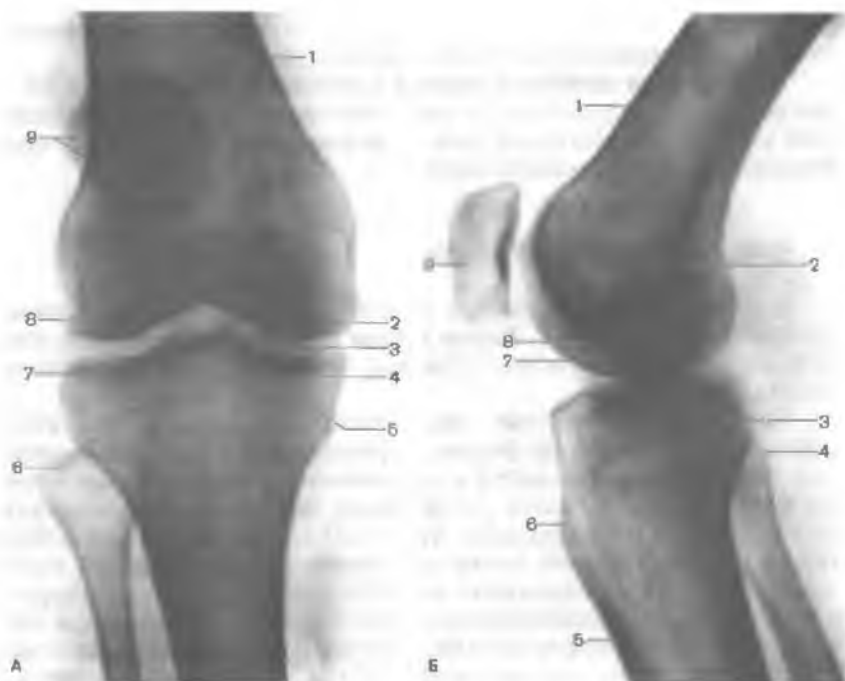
Рентгенограмма коленного сустава (правого) в разогнутом (А) и согнутом состоянии (Б).
